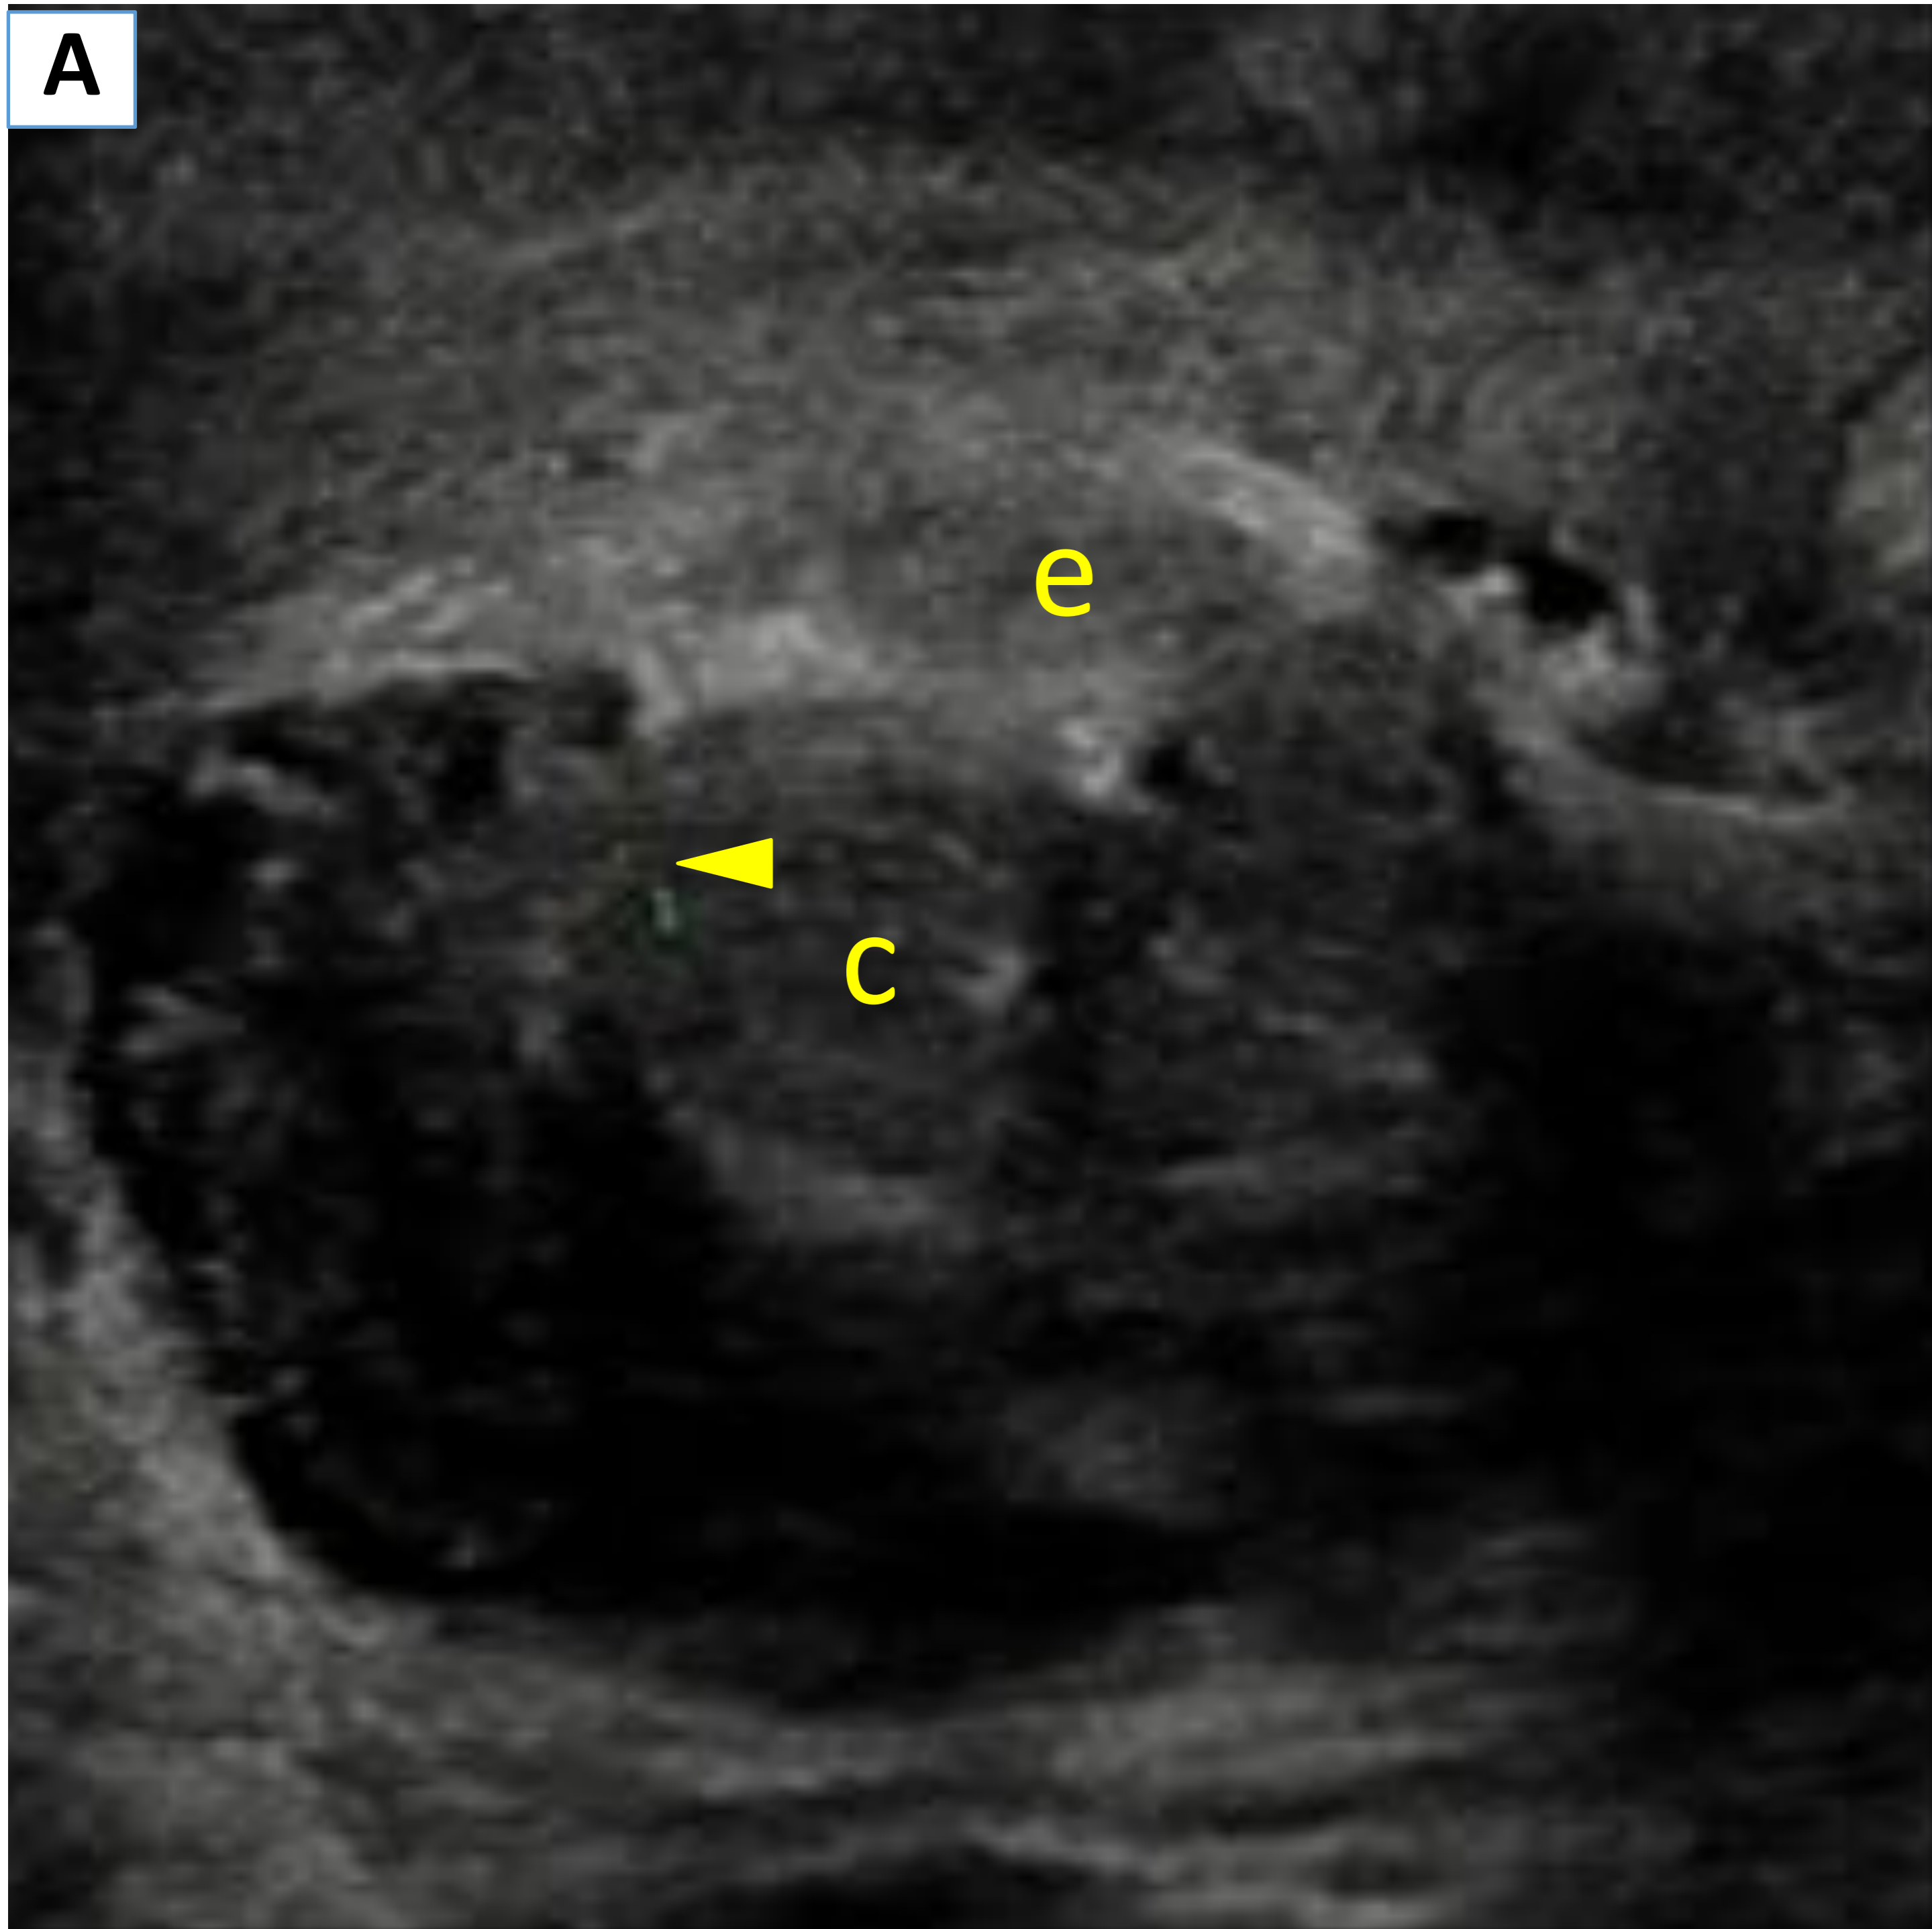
Varón de 32 años que tras notar un chasquido en el pene durante la relación sexual comienza con dolor severo y tumefacción. Ecografía modo B en plano transversal (A y C) y longitudinal (B): se advierte la interrupción de la túnica albugínea (↖) que cubre el cuerpo cavernoso derecho compatible con fractura peneana. Asocia hematoma superficial a la zona de rotura cuyas dimensiones se delimitan por puntos discontinuos. Cuerpo cavernoso (c) y cuerpo esponjoso (e)
